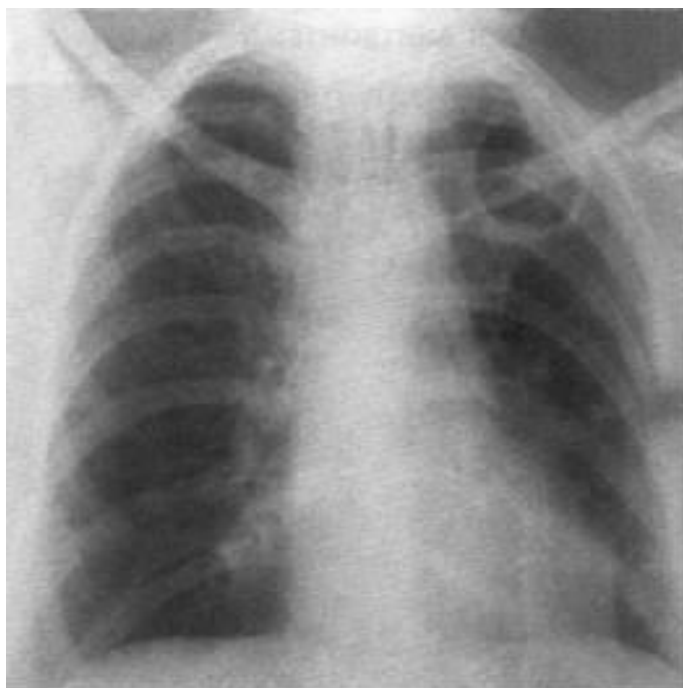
Рентгенограмма больного Х., 46 лет, в прямой проекции. В верхней доле левого легкого определяется сформированная "сухая" полость с четким внутренним и менее четким внешним контуром — каверна. Кавернозный туберкулез легких.
